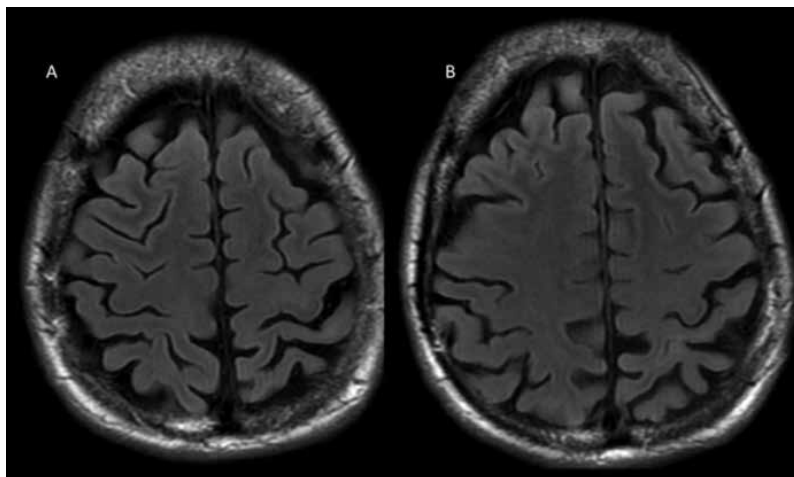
Degeneração corticobasal. (A e B) Plano axial na sequência FLAIR demonstra leve assimetria entre os sulcos na região perirrolândica, com alargamento à esquerda.
